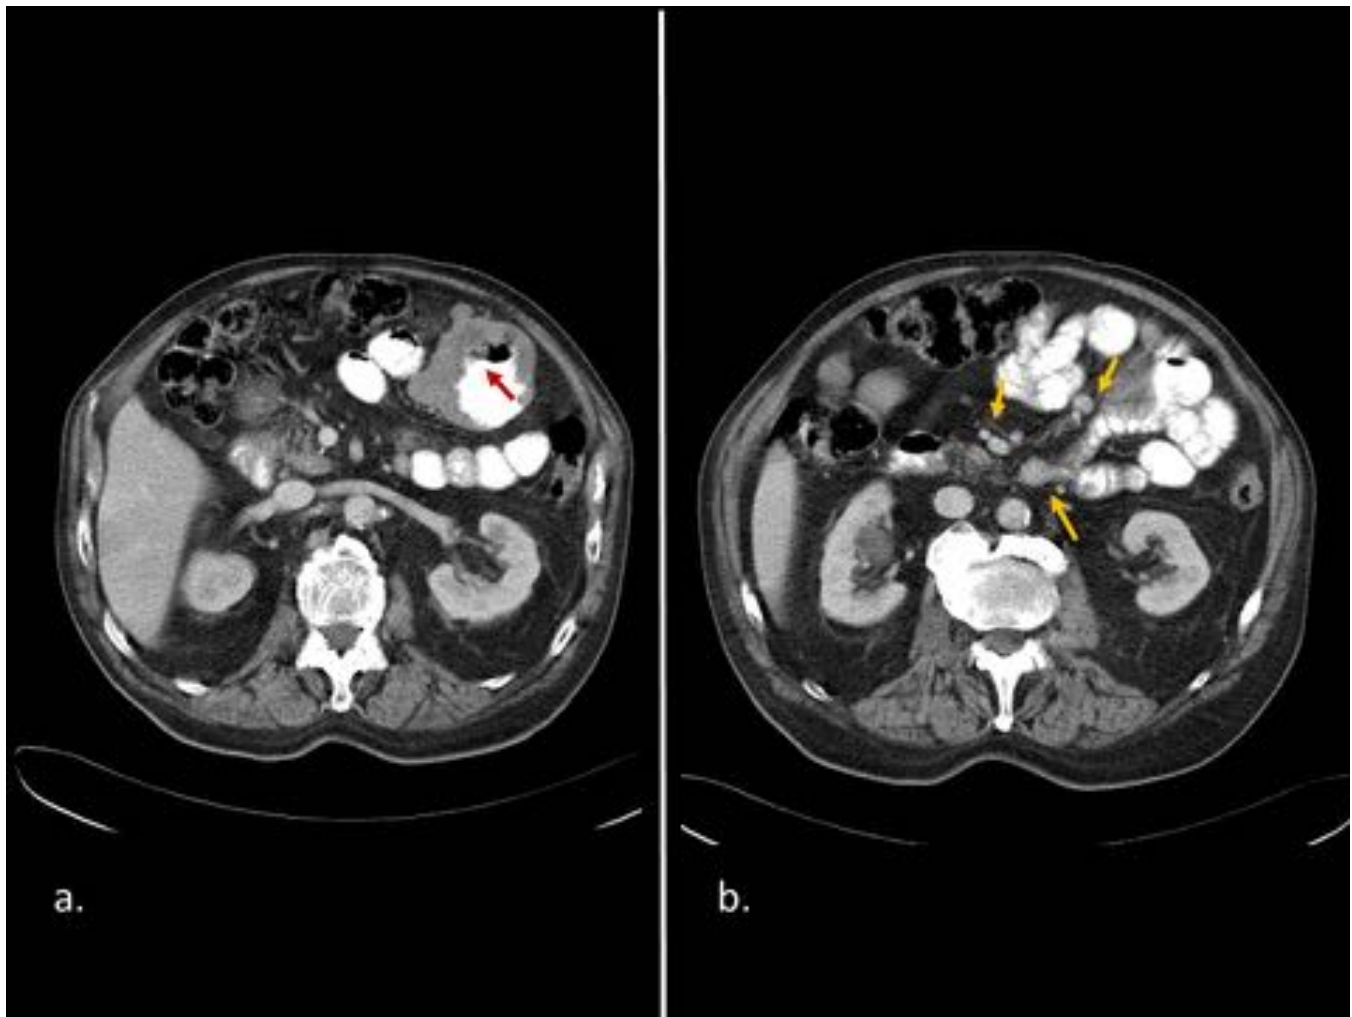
Metástasis de melanoma en intestino delgado y mesenterio en varón de 77 años. Imágenes axiales de TC con contraste oral e iv, identificando en (a) moderado engrosamiento de pared de yeyuno, de aspecto lobulado, en relación con metástasis tumoral (flecha roja); e implantes tumorales en (b), pequeños y redondeados, localizados en raíz de mesenterio (flechas amarillas).
